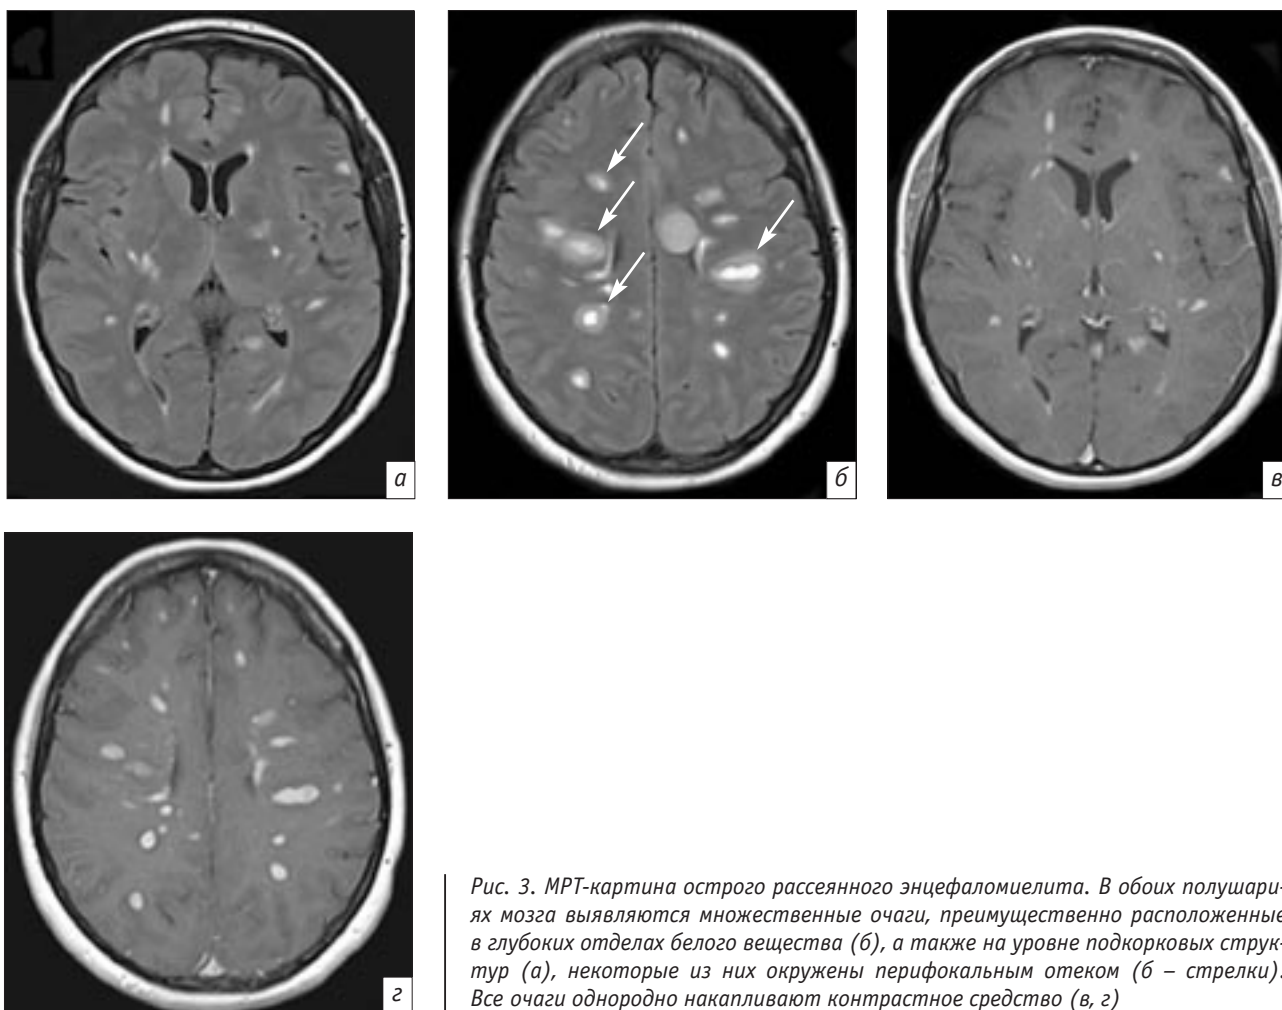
МРТ-картина острого рассеянного энцефаломиелита. В обоих полушариях мозга выявляются множественные очаги, преимущественно расположенные в глубоких отделах белого вещества (б), а также на уровне подкорковых структур (а), некоторые из них окружены перифокальным отеком (б – стрелки). Все очаги однородно накапливают контрастное средство (в, г)
